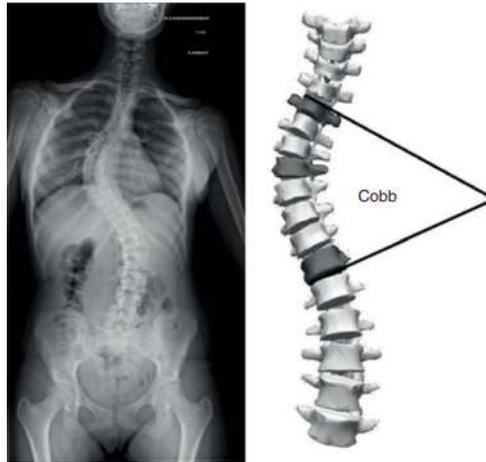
Mesure de l'angle de Cobb sur une radiographie de face du rachis [2].
